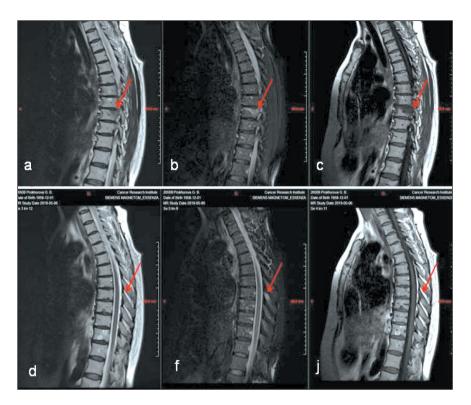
Результаты MPT грудного отдела позвоночника больной Her2-позитивным раком молочной железы. T1–VI – c, j; T2–VI – a, d; T2–VI – c подавлением сигнала от жира – b, f. В центральных и задних отделах тела Th IX с переходом на правую дужку определяется гипоинтенсивный участок с неровными и нечеткими контурами, признаками перифокального отека, диаметром 34×11×11,5 мм на T1–VI и T2–VI, гиперинтенсивный на T2–VI с подавлением жира (a, b, c). Подобный по сигнальной характеристике очаг диаметром 8,5×7 мм визуализируется в остистом отростке Th VIII (d, f, j) (указаны стрелками) Fig. 3. The results of MRI of the thoracic spine of the Her2-positive breast cancer patient. T1–VI – c, j; T2–VI – a, d; T2–VI – with suppression of the signal from fat – b, f. In the central and posterior parts of the Th IX body with the transition to the right arch, a hypointense area with indistinct contours is determined, signs of perifocal edema, 34×11×11.5 mm in diameter on T1–VI and T2–VI, hyperintensive on T2–VI with fat suppression (a, b, c). A lesion similar in signal characteristics with a diameter of 8,5×7 mm is visualized in the spinous process Th VIII (d, f, j) (indicated by arrows)
